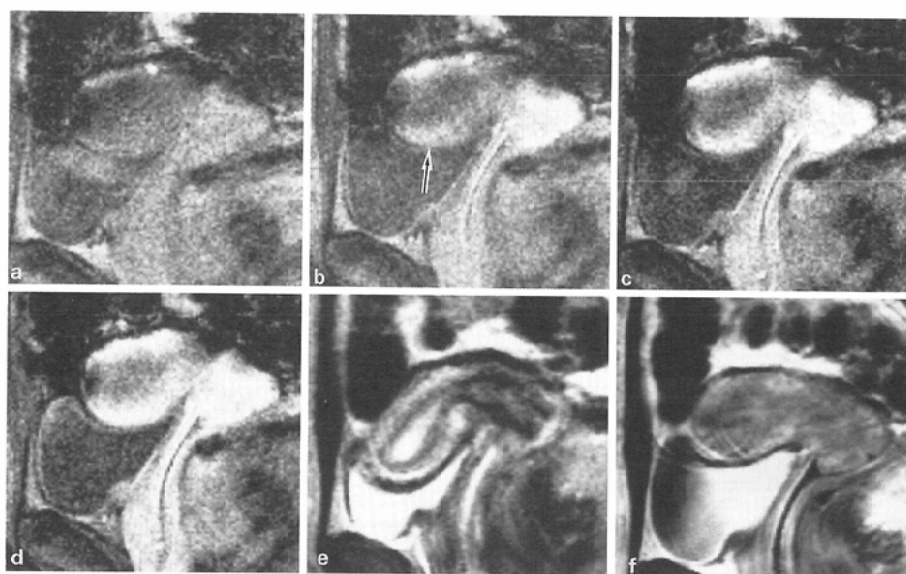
MR images in a secretory phase of the reproductive age (same case of Fig. 1). a)~d) Dynamic images. Early enhancement was shown in outer muscle layer (→). a) immediately after Gd-DTPA injection, b) 20sec, c) 40sec, d) 80 sec. e) T₂ weighted image. f) Gd-DTPA enhanced T₁ weighted image.
